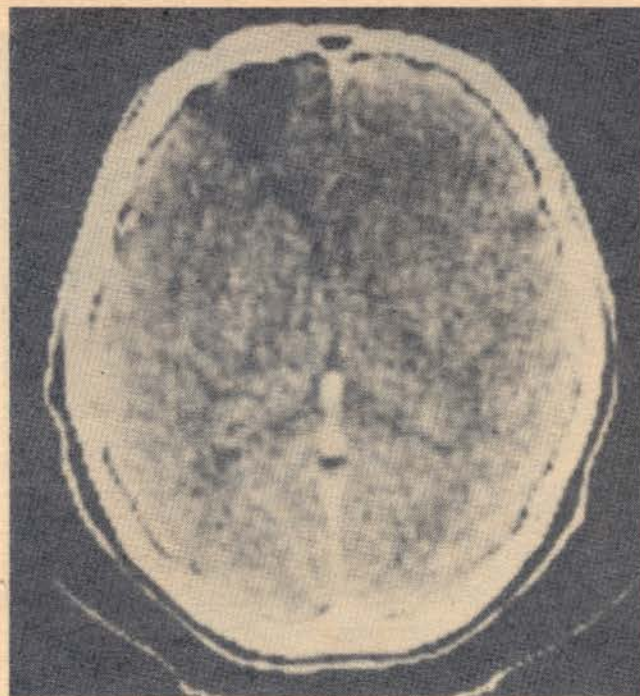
Trauma: presentado con cuadro de alteración de la conducta y epilepsia meses después del trauma. La ayuda de la TAC es en determinar el grado de daño y en evaluar la progresión.
